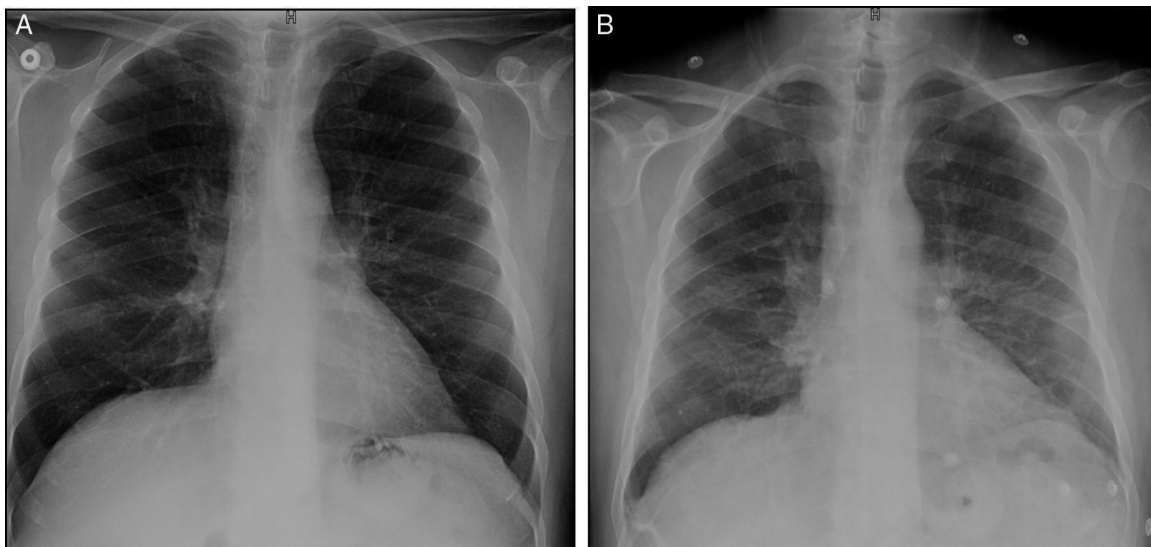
A) Radiografía posteroanterior de tórax en la que se evidencia una muy tenue afectación intersticial bilateral. B) Radiografía posteroanterior de tórax realizada 2 días después que muestra un aumento de densidad difuso a nivel perihiliar y en bases, e imágenes de atelectasia subsegmentarias en campos medios.
